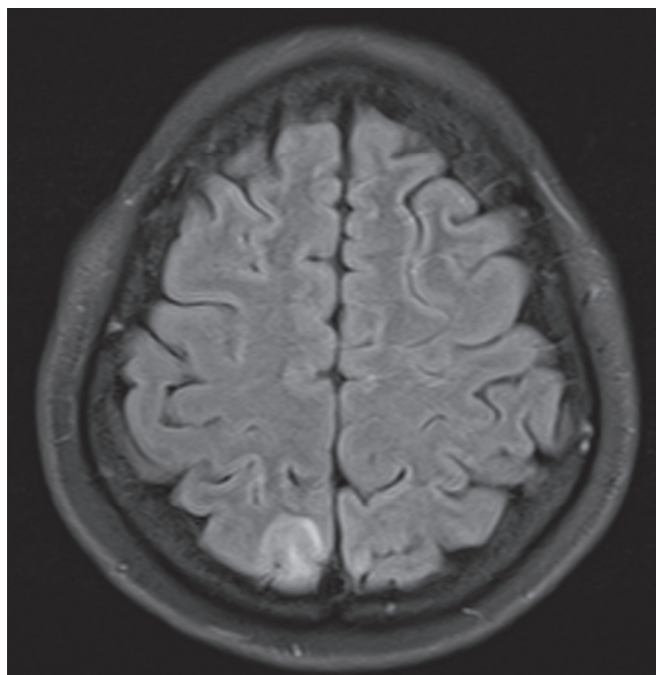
RM cráneo simple FLAIR fase T2. Zona hipertensa parieto-occipital derecho corte transverso a 48 horas de padecimiento actual.
